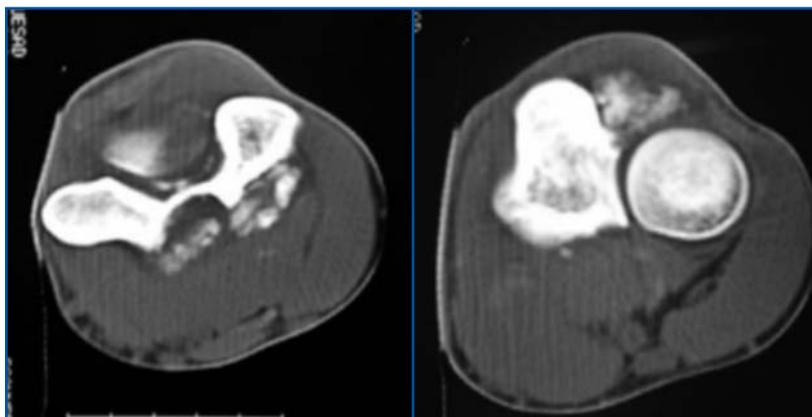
TAC donde se aprecian cuerpos libres intraarticulares.
